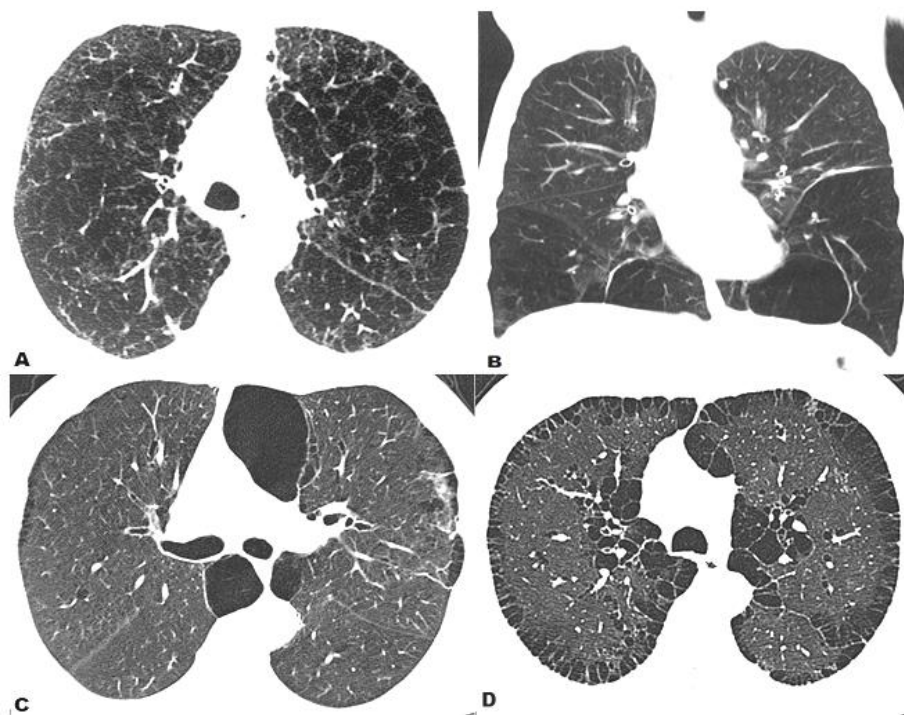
BPOC aspect HRCT: secțiuni axiale și coronală, cu distribuția anatomică a emfizemului: A: emfizem centrilobular, B: emfizem panlobular, C: emfizem bulos subpleural, D: emfizem paraseptal
